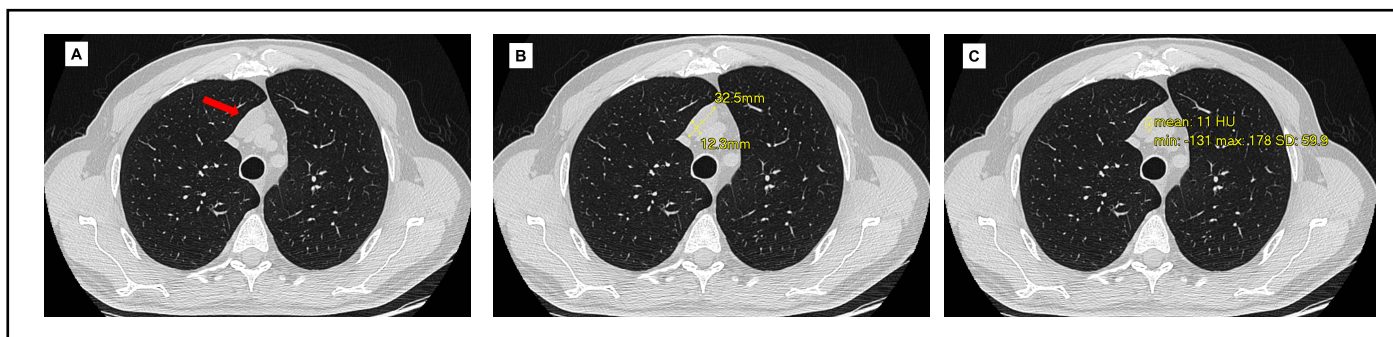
TAC de tórax de 2013 mostrando imagen mediastinal anterior de bordes lisos, homogénea (A), con dimensiones de 32.5 x 12.3 mm (B) y coeficiente de atenuación promedio de 11 UH (C).
